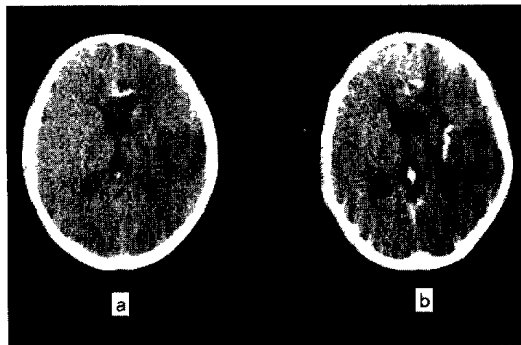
CT scan of Case 3 performed on the 10th day after the hemorrhage. There are low density areas in the right frontal and parietal lobes due to vasospasm.
